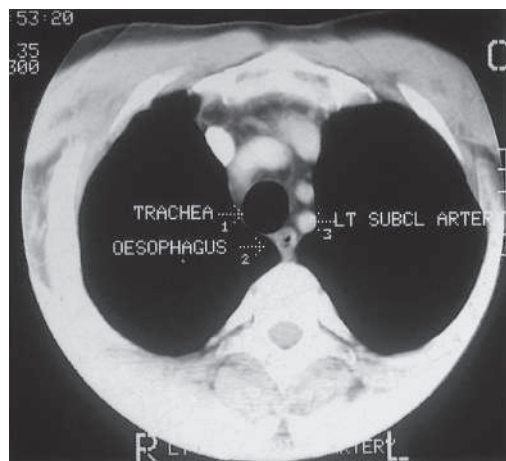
Поперечная компьютерная томограмма грудной клетки над уровнем бифуркации трахеи. Видно взаимное расположение пищевода, трахеи и основных сосудов: 1 — правая плечеголовная вена; 2 — трахея; 3 — правое легкое; 4 — правая плечеголовная артерия; 5 — левая общая сонная артерия; 6 — левая подключичная артерия; 7 — пищевод; 8 — левое легкое
